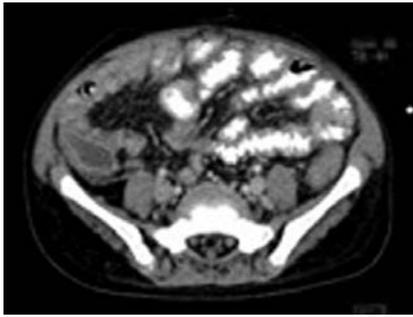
TC abdominal con contraste oral e intravenoso que muestra engrosamiento de la pared del ciego con aumento de la densidad de la grasa mesocólica.
